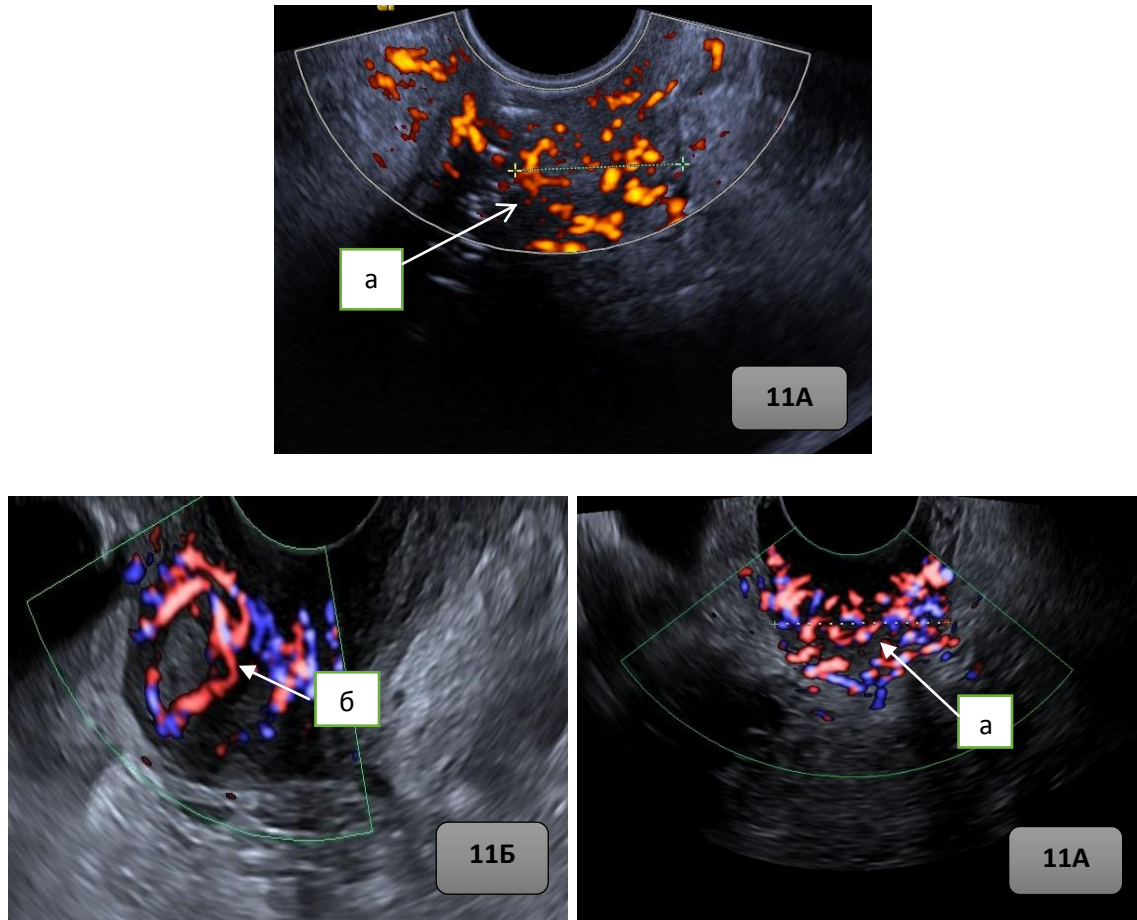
Рисунок 11А и 11Б – Ультразвуковая томограмма гиперваскуляризации в локальных рецидивах: а) диффузная гиперваскуляризация; б) усиленная васкуляризация преимущественно по периферии локальной рецидивной опухоли.
